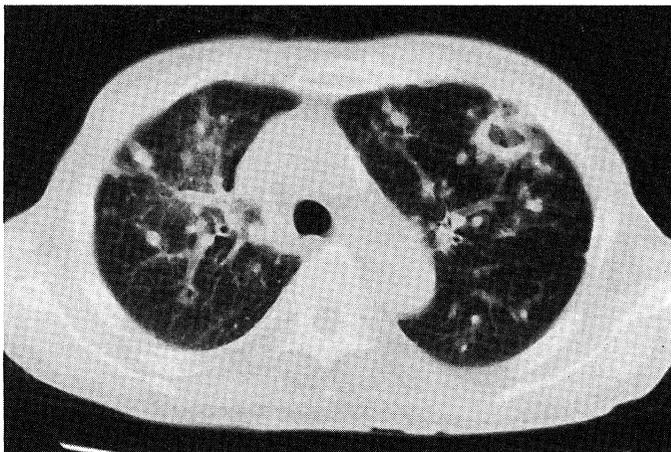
The Chest CT on Admission (Nov 16, 1995) Showed Infiltrative and Small Nodular Shadows with the Cavity in the Left Apical Lung Fields
